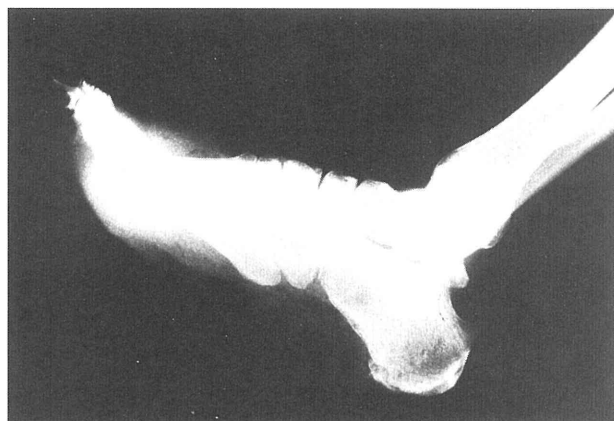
X-ray showing subcutaneous extensive gas image in the left foot.
